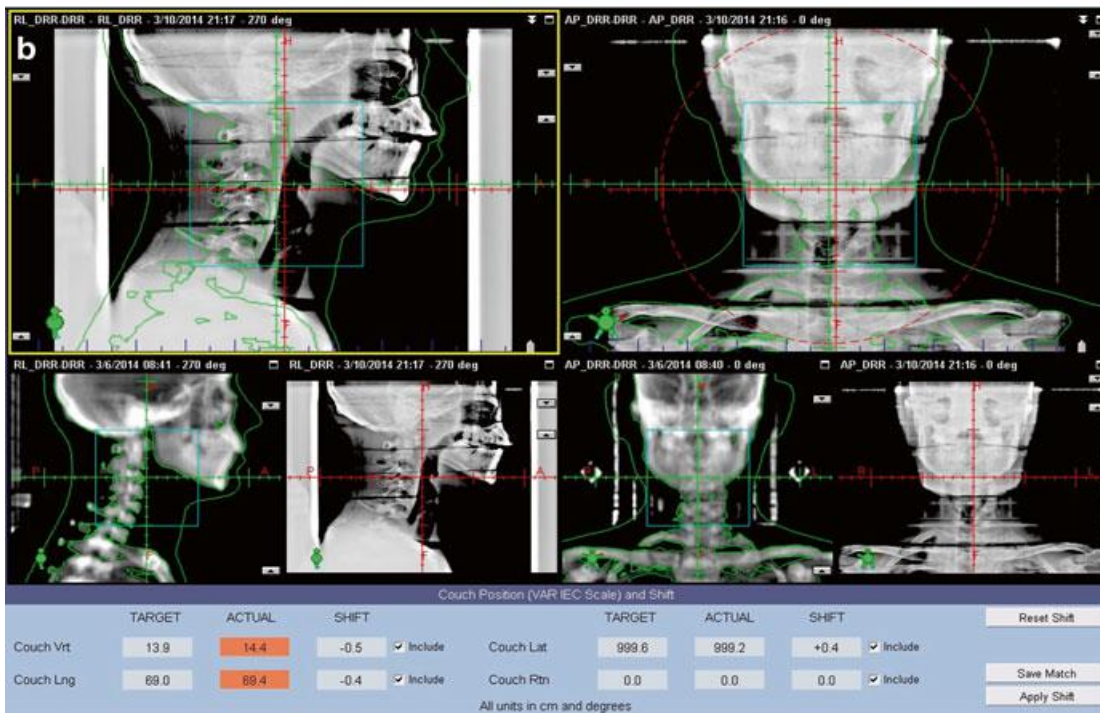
Image 2D kV (b) et image 3D kV-CBCT (c) utilisant un Linac avec un système d'imagerie kV embarqué (a)
